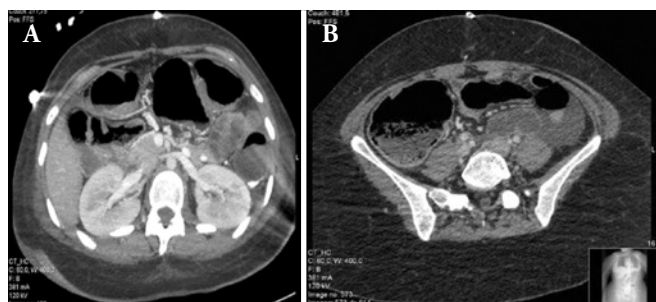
A and B) CT with intestinal pneumatosis.
